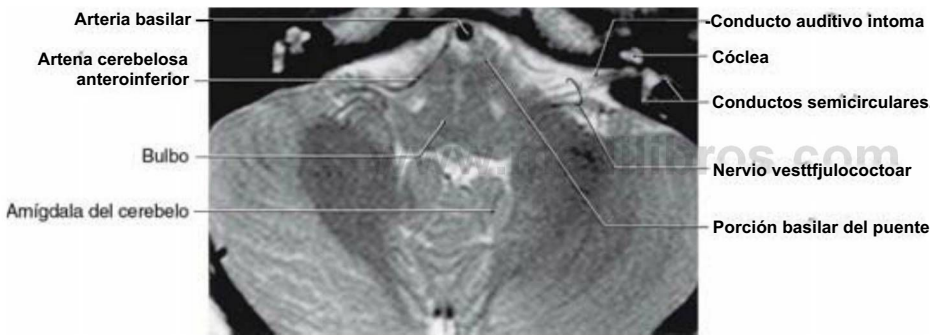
Imagen axial de resonancia magnética potenciada en T2 de la unión pontobulbar a través del conducto auditivo interno y de la salida del nervio vestibulococlear. El nervio facial también atraviesa esta abertura. Obsérvese el aspecto característico del tronco del encéfalo a este nivel y de la cóclea y los conductos semicirculares. La arteria laberíntica se origina de la arteria cerebelosa anteroinferior e irriga el oído interno.
